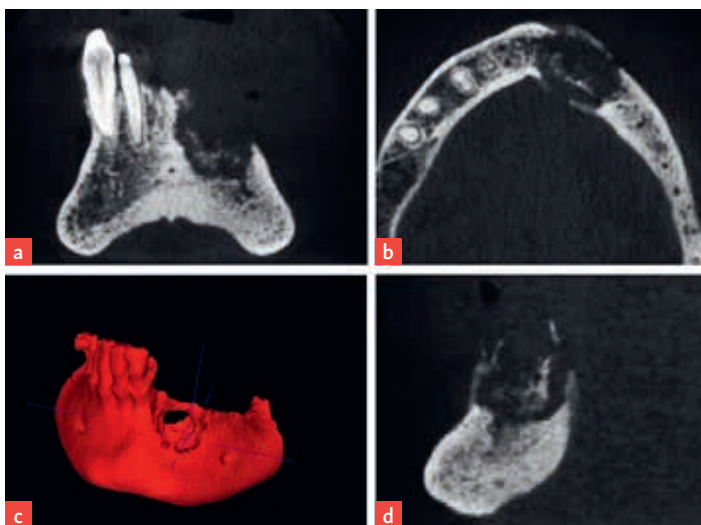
Die diagnostische Bildgebung (Digitale Volumentomographie) zeigt eine ausgeprägte Knochendestruktion im anterioren Unterkiefer mit Ausbildung eines Knochensequesters – MRONJ Stadium 3 (a: koronare Ansicht, b: axiale Ansicht, c: 3D Rekonstruktion, d: sagittale Ansicht).
